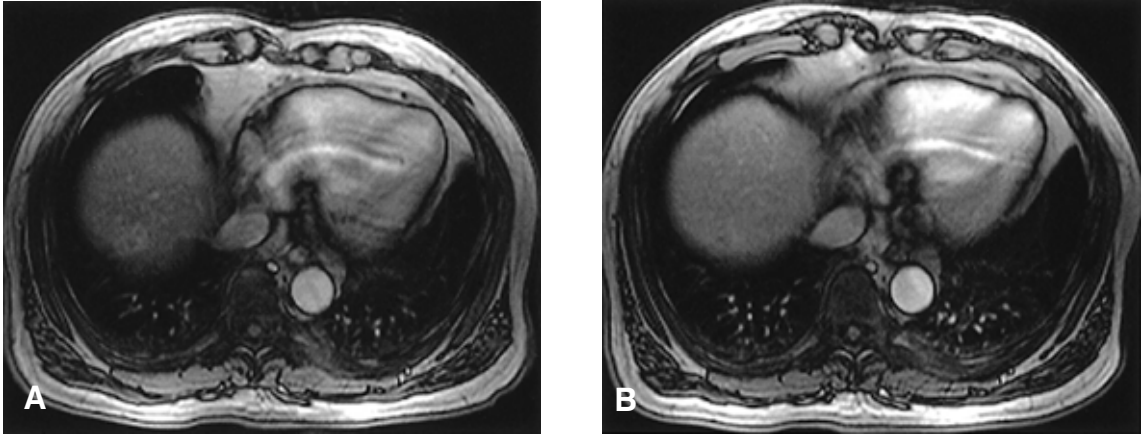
Initial and follow up liver MRI. (A). Initial liver MRI. (B). Liver MRI after 1 year. Comparing to the previous MRI, a 1.9 cm localized SPIO defect on the area of the liver dome shows no interval change.
